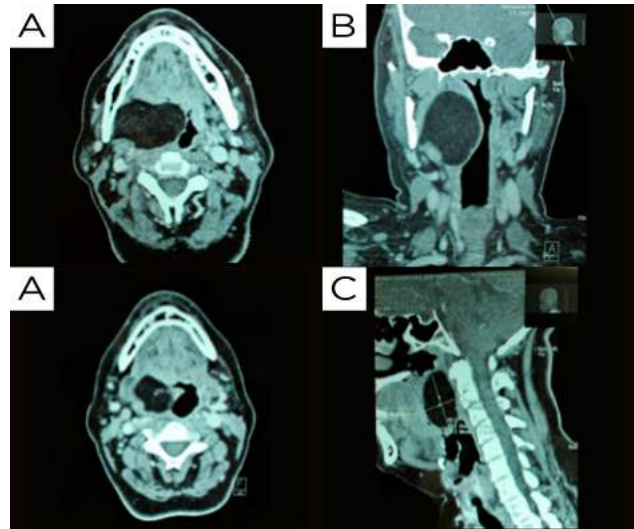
Tomografía computada simple y contrastada, corte a) axial, b) coronal y c) sagital, con lesión tumoral de grandes dimensiones
